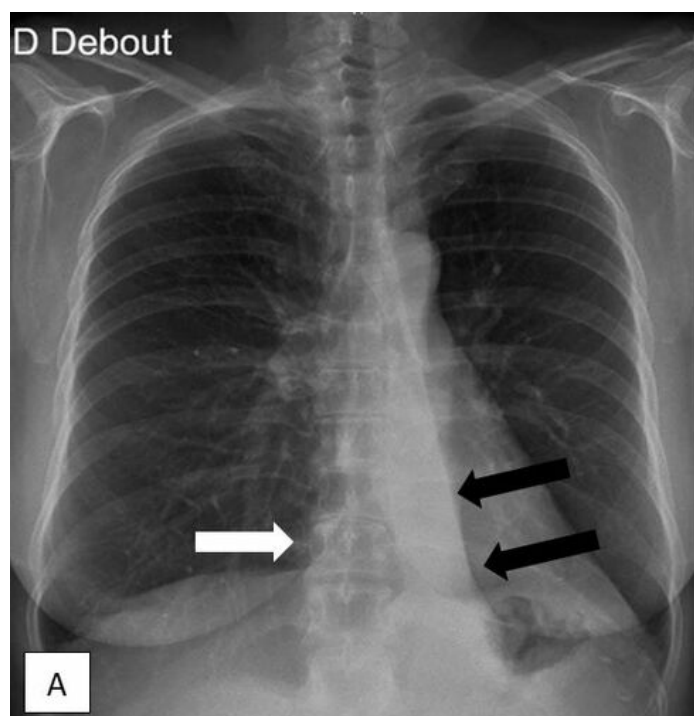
A. Opacité homogène rétrocardiaque systématisée du lobe inférieur gauche (flèche noire) sur la radiographie de thorax, de forme grossièrement triangulaire avec sommet hilair. Déviation gauche de la silhouette cardiaque (flèche blanche). B. Opacité paravertébrale (flèche blanche) correspondant à l'atélectasie complète du lobe inférieur gauche.
